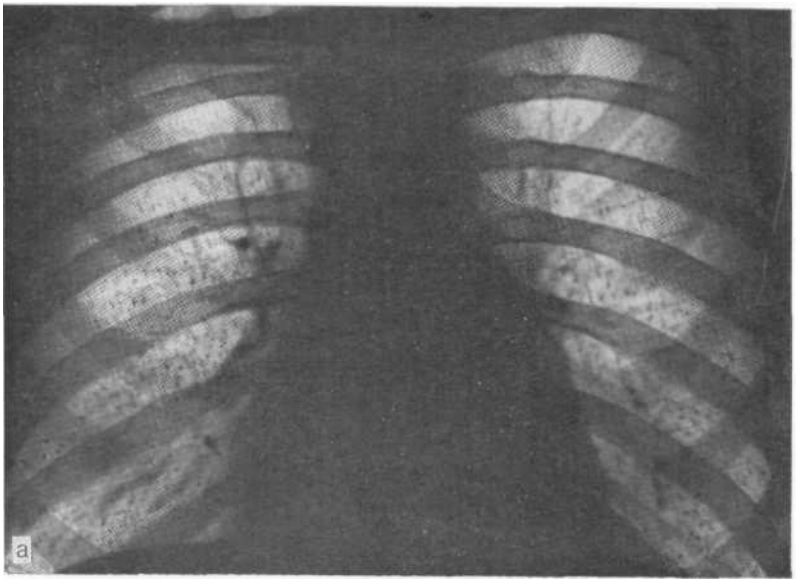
Обзорная рентгенограмма (а): прозрачность легочных полей слегка понижена, легочный рисунок обеднен, виден лишь в медиальных отделах. Фрагмент рентгенограммы (б): мономорфная мелкая диссеминация, перекрывающая легочный рисунок. Милиарный туберкулез легких.
